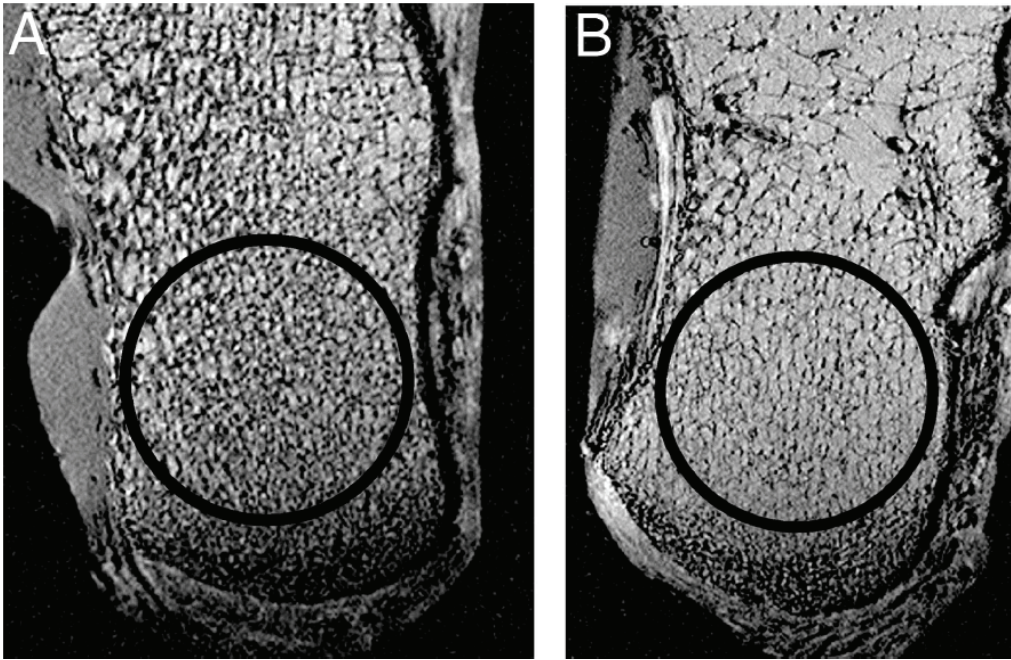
Axiale Aufnahme des Calcaneus im hochauflösendem MRT (Voxelgröße 0,195x0,195x0,5 mm<sup>3</sup>) A: Patient ohne WK Fraktur. B: Patient mit WK Fraktur. Zirkuläre ROIs wurden im hinteren Teil des Calcaneus platziert. Man erkennt deutlich den Unterschied der Dichte der Trabekulären Struktur in beiden ROIs. A: dichte Trabekelstruktur. B: verminderte Trabekelstruktur.
